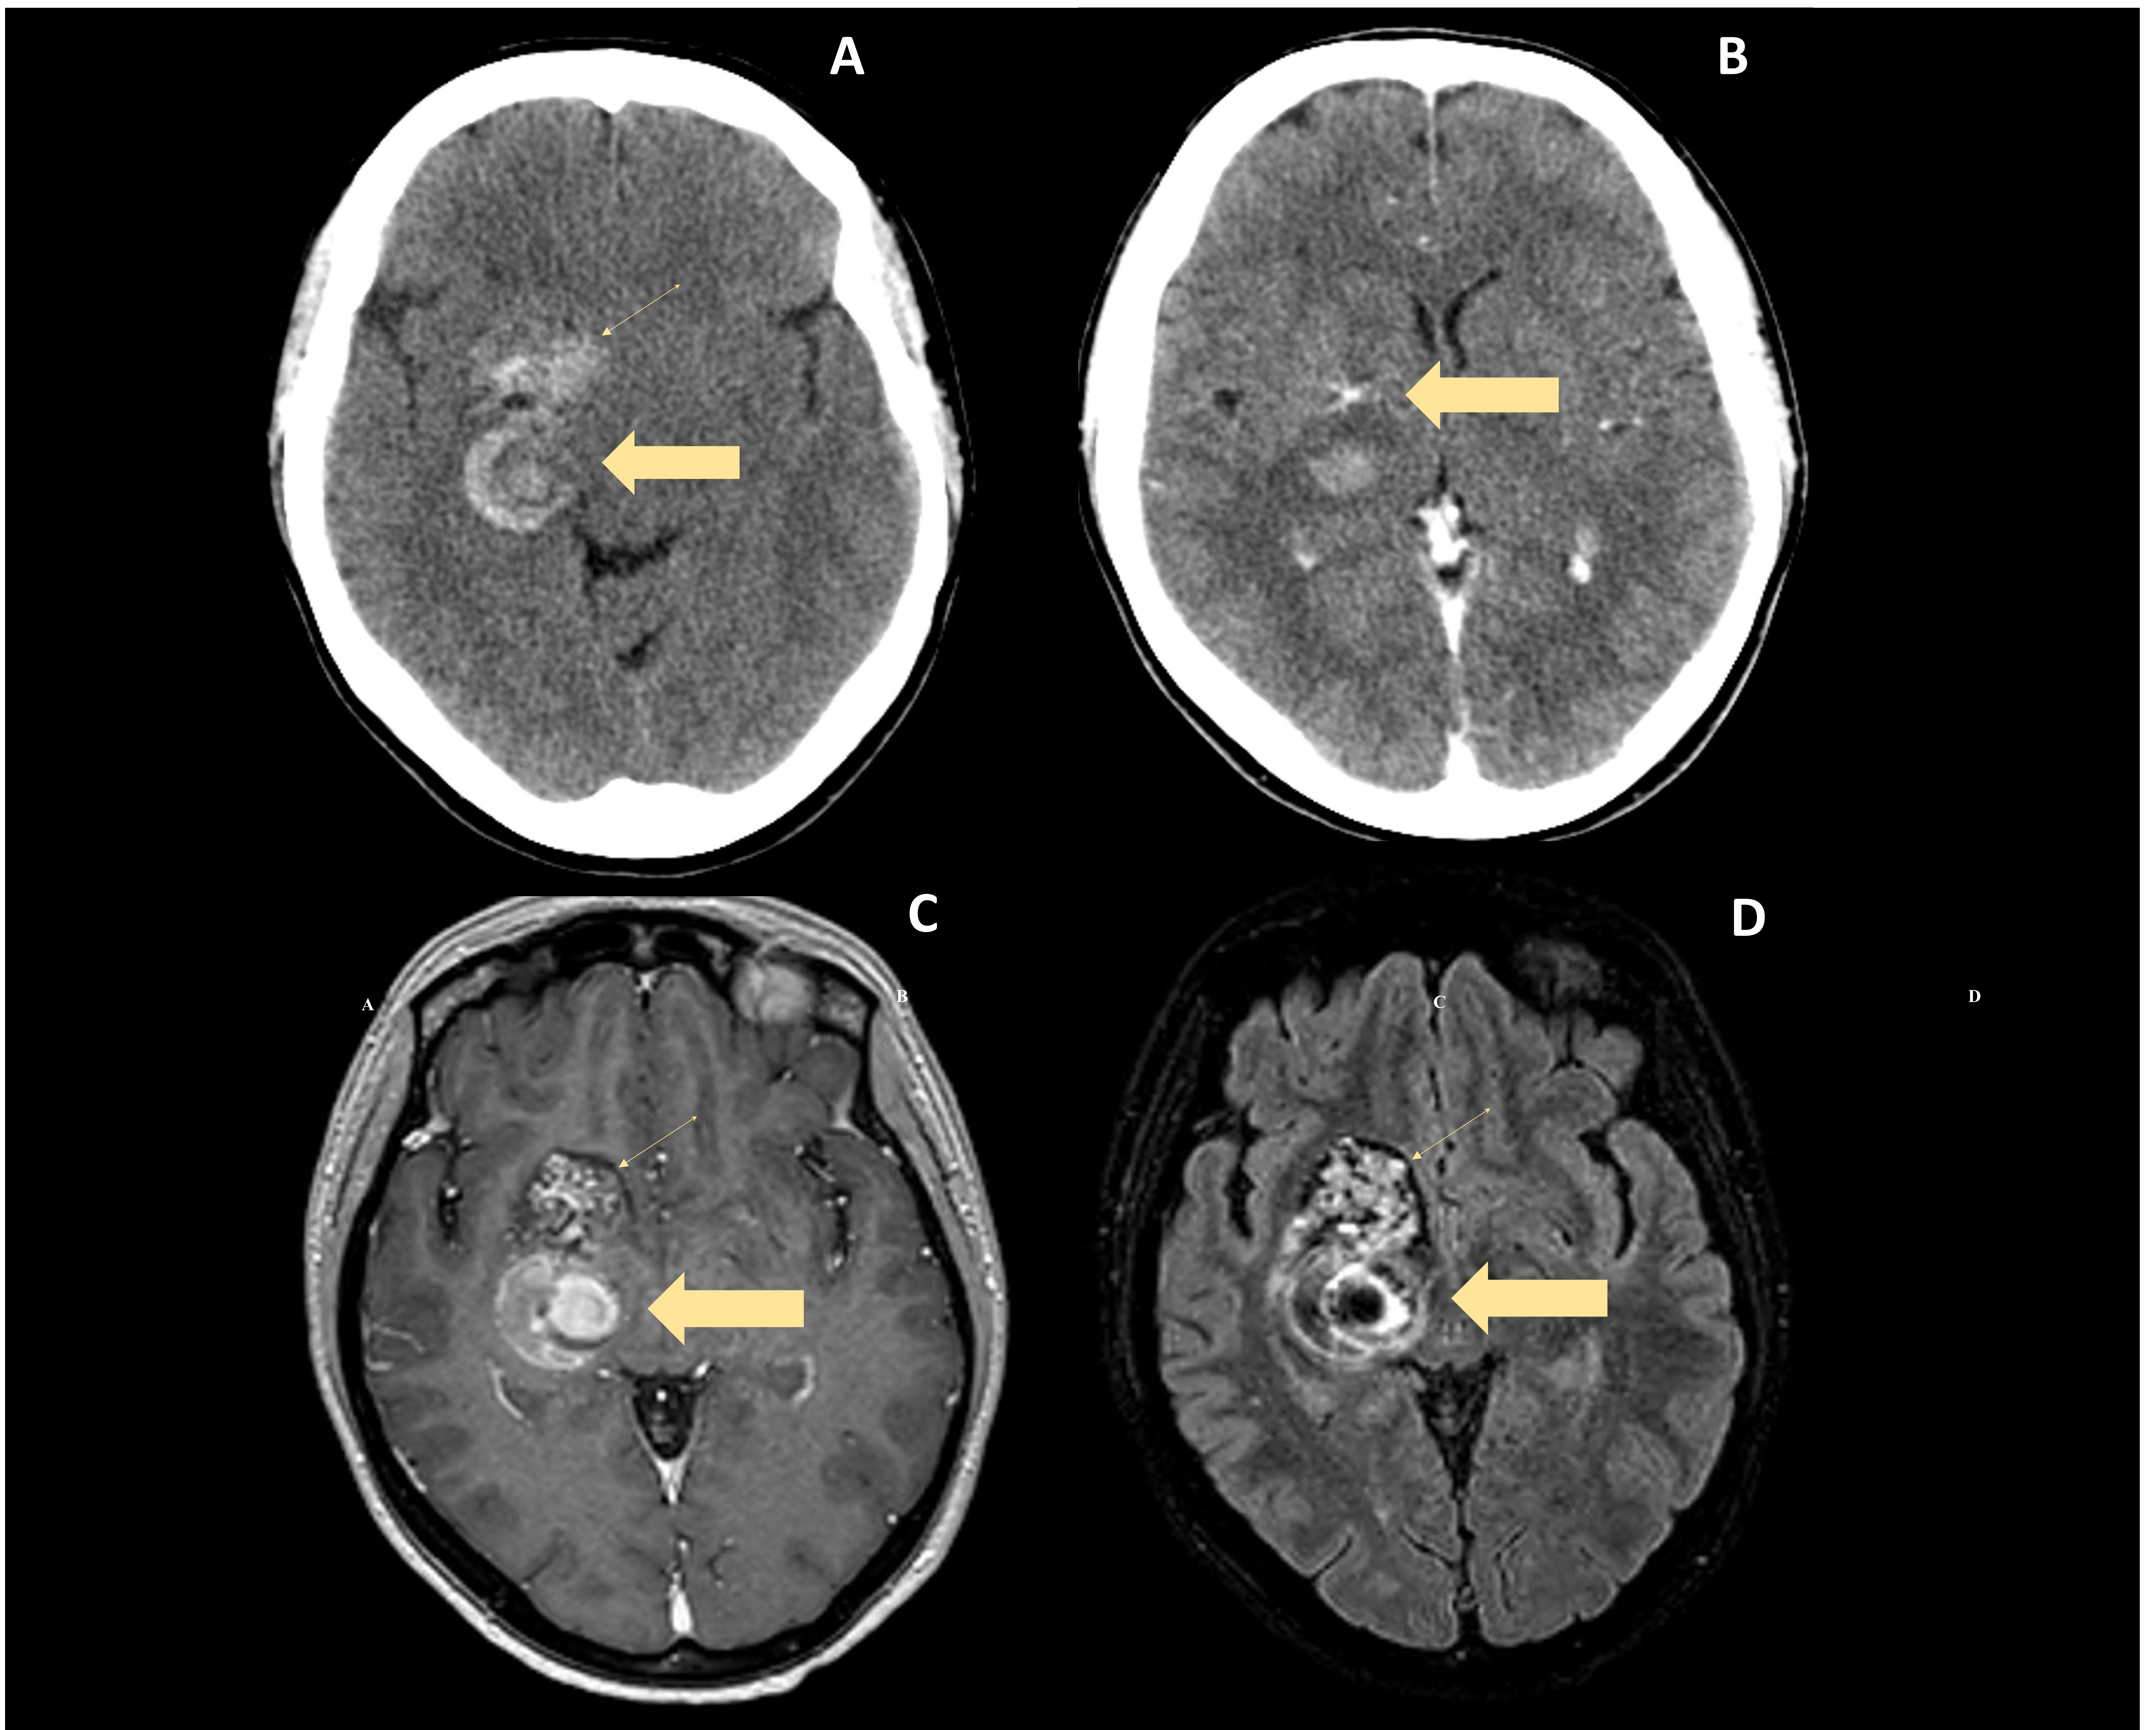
En imágenes en plano axial en TC sin contraste (A) se identifican dos lesiones capsuloganglionares espontáneamente hiperdensas. En TC C+ (B) se visualiza estructura vascular "en cabeza de medusa" adyacente compatible con ADV. En imágenes T1 C+(C) y T2 (D) se observan dos lesiones heterogéneas, una en región sublenticular con apariencia de "palomitas de maíz", rodeada por anillo hipointenso de hemosiderina (flecha fina), y otra talámica con cambios hemorrágicos (flecha gruesa), ambas sugestivas de angiomas cavernosos. La lesión sublenticular asocia componente de edema y hemorragia que sugieren sangrado agudo.
